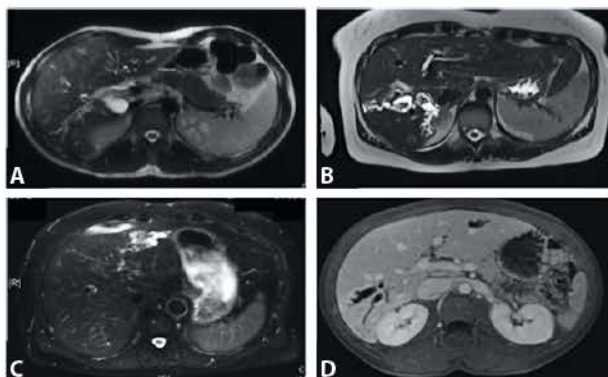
LIH en IRM. (A). Séquence T2: microlithiase sectorielle postérolatérale; (B). Séquence T2 de la hâte: lithiase sectorielle postérolatérale avec macrolithiase et dilatation des voies biliaires; (C). Séquence T2 Haste: lithiase du segment III avec une atrophie de ce segment; (D). Séquence T1 Fat Sat avec injection de gadolinium à la phase portale: lithiase du secteur postérolatéral droit et du segment III [20].
